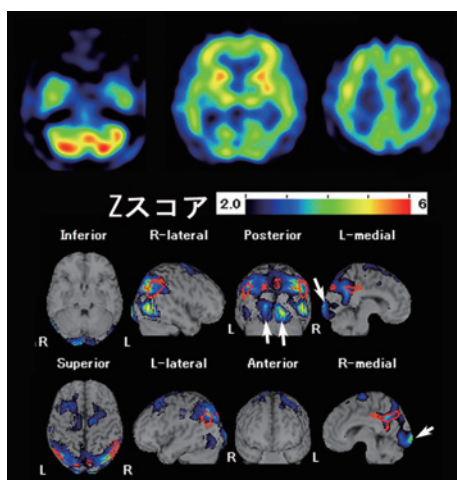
レビー小体型認知症における脳血流 SPECT と統計解析
